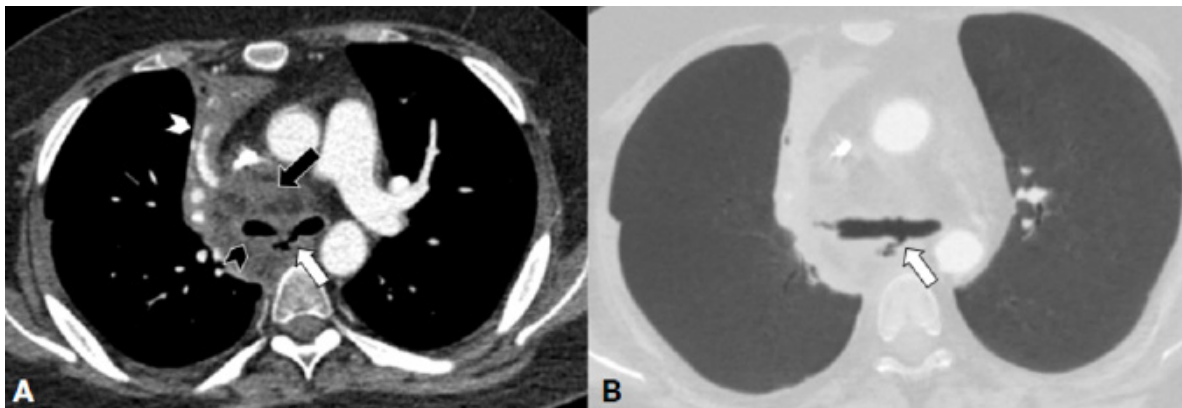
Imágenes de tomografía computada con contraste endovenoso. A) Imagen axial en ventana de partes blandas donde se observa trayecto fistuloso (flecha blanca) que comunica el esófago con el bronquio fuente izquierdo. Se asocia a cambios inflamatorios de la grasa mediastínica (flecha negra) y de las paredes bronquiales, las cuales se encuentran engrosadas (punta de flecha negra). Además, se observa colapso del lóbulo superior derecho (punta de flecha blanca). B) Imagen axial en ventana de pulmón con mínima intensidad de proyección (MinIP) permite una clara visualización de la fístula broncoesofágica.
